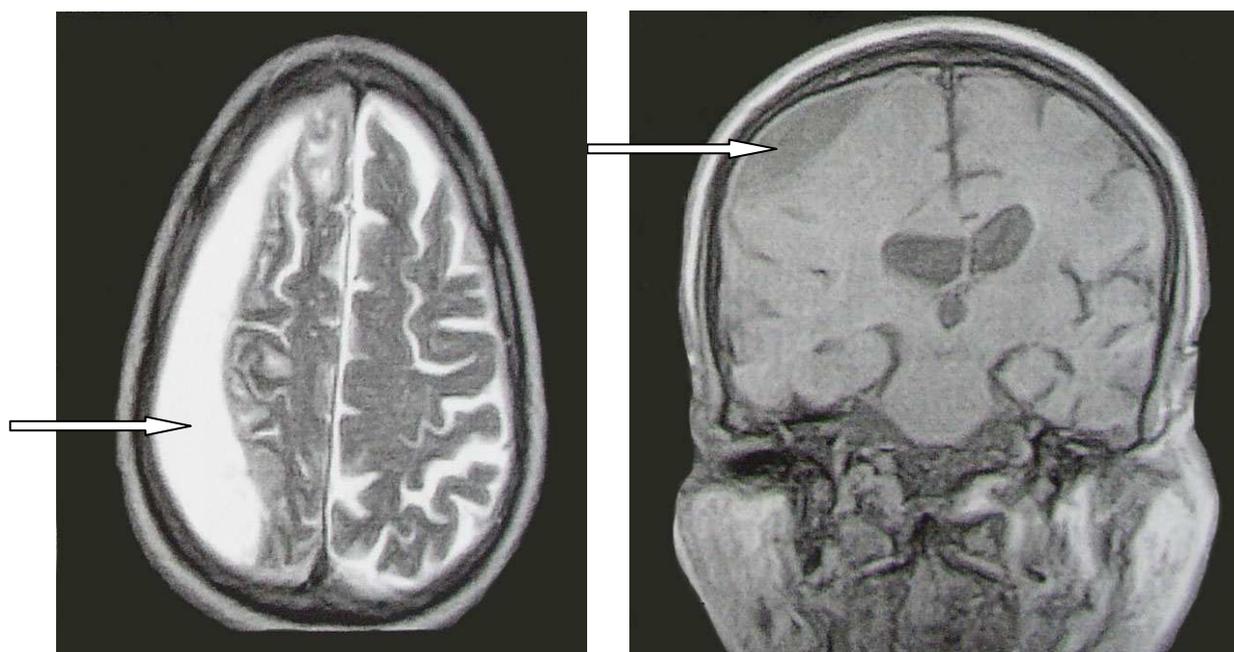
Магнитно-резонансная томограмма больного Г., 74 года. (стрелкой указана эмпиема).
